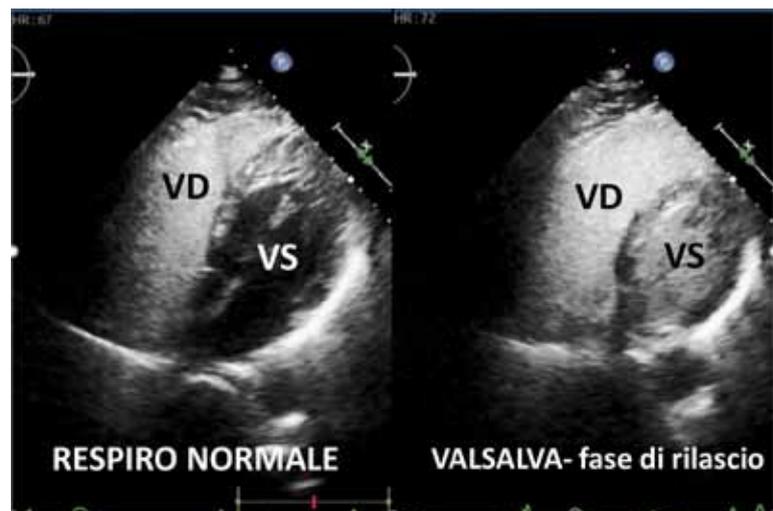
Ecodoppler transtoracico: nessun transito di bolle in ventricolo sinistro in condizioni basali, transito massivo con manovra di Valsalva
